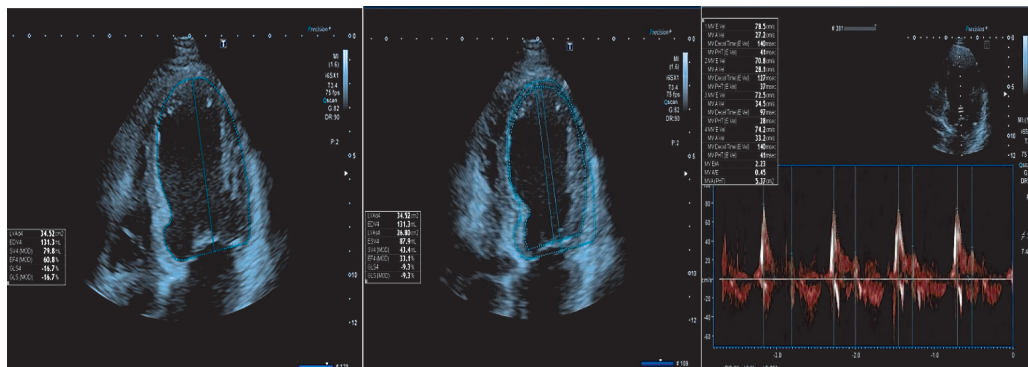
Ecocardiografia la internare
